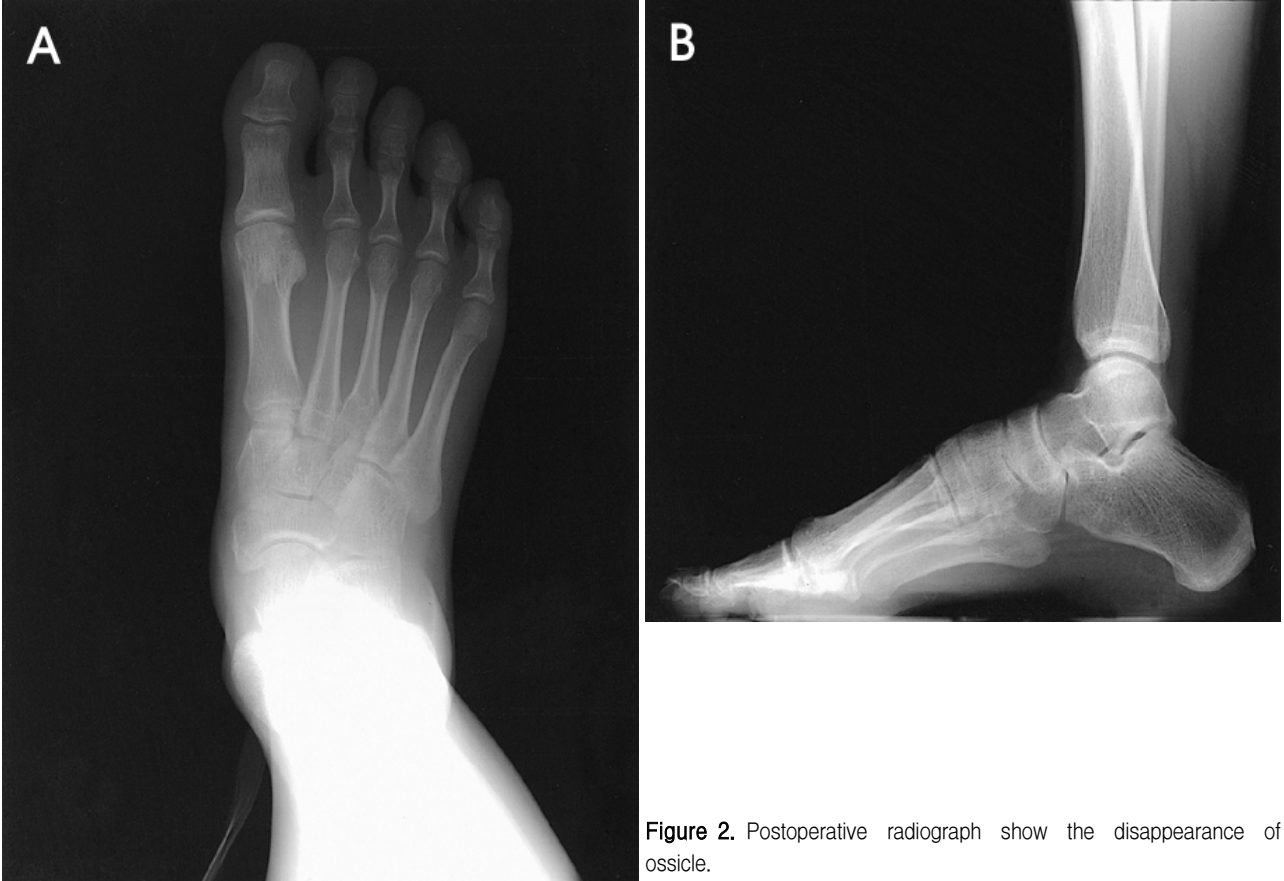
Postoperative radiograph show the disappearance of ossicle.
